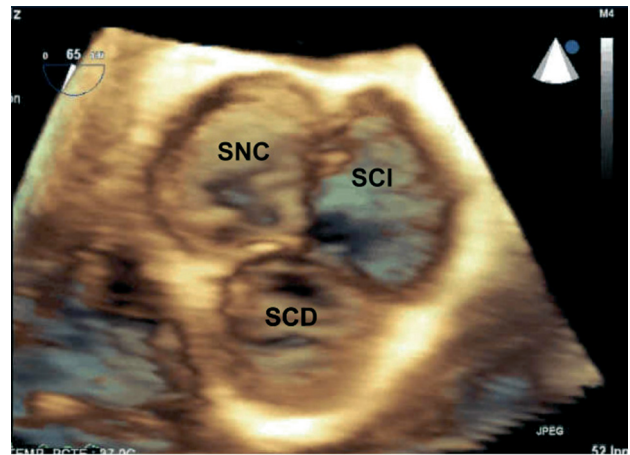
Ecocardiograma 3D transesofágico: válvula aórtica normal. El SCD es anterior e izquierdo. El SCI es posterior y derecho. El SNC es posterior e izquierdo. SCD: seno coronario derecho; SCI: seno coronario izquierdo; SNC: seno no coronario.
